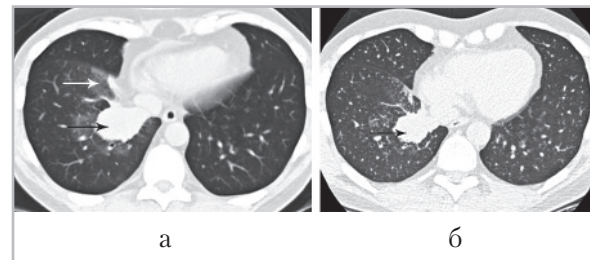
Компьютерные томограммы в аксиальной плоскости (уровень сегментов базальной пирамиды, легочное электронное окно), плоскоклеточный рак нижней доли правого легкого (черная стрелка), параканкротическая нижнедолевая пневмония (белая стрелка) (а); тот же больной через 2 нед после антибактериальной и противовоспалительной терапии (б)
